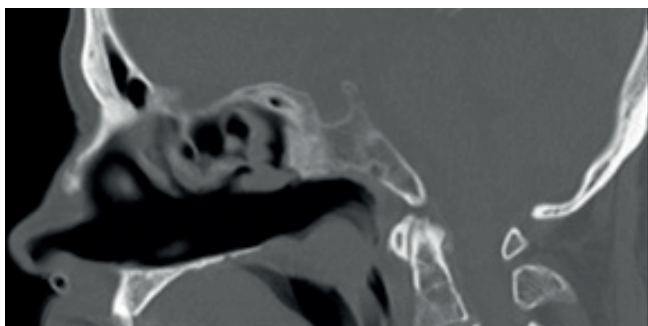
TC sagital en ventana ósea que muestra la neumatización del SE de tipo I conchal. Hospital Militar Central de Bogotá, Colombia; 2021.
